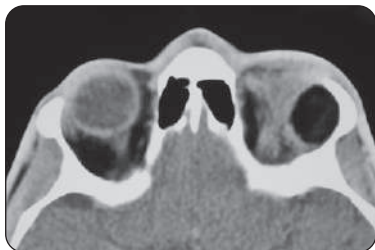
TDM en coupe axiale d'un kyste dermoïde profond gauche
